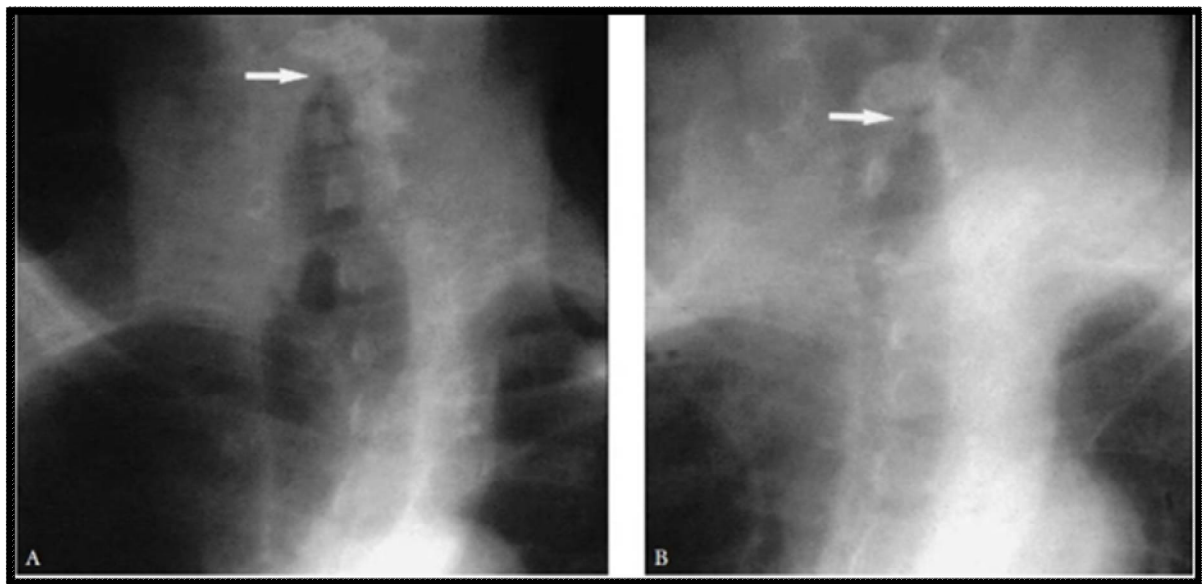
radiographie du thorax révélant une distension aérienne de l'œsophage(flèche) chez un patient atteint de FOT(15)
